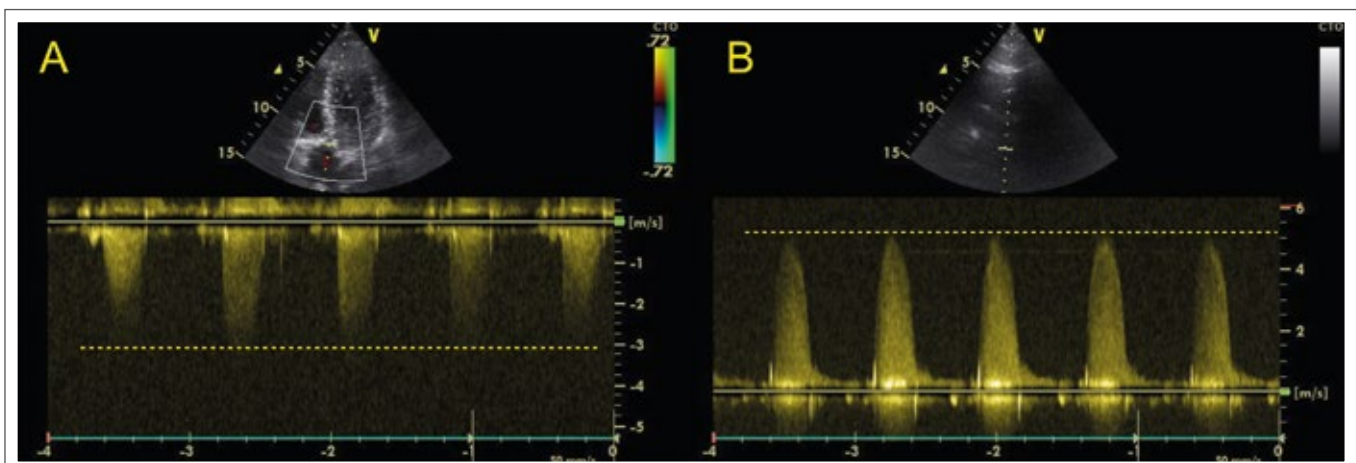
CW-Doppler der Aortenklappe von apikal (A) und von rechtsparasternal (B)
